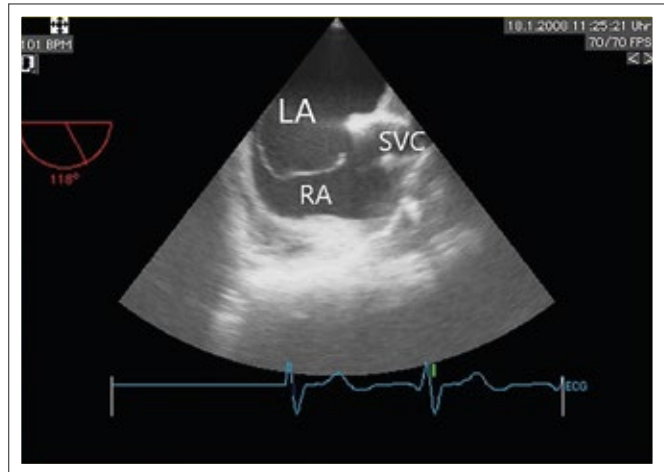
Transösophageale 2D-Echokardiographie eines höhergelegenen ASD II mit Vorhofseptumaneurysma.
